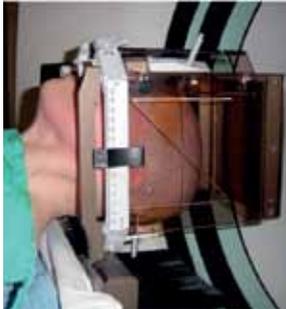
A | TC estereotáxica no dia da cirurgia. Posicionamento do doente com o quadro estereotáxico.
